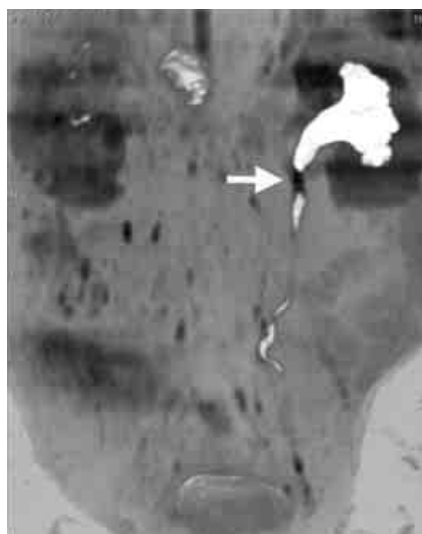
MR Urography と DWI (白黒反転表示) の融合画像 (冠状断像), 左尿管癌 (矢印) による水腎症を認める。
